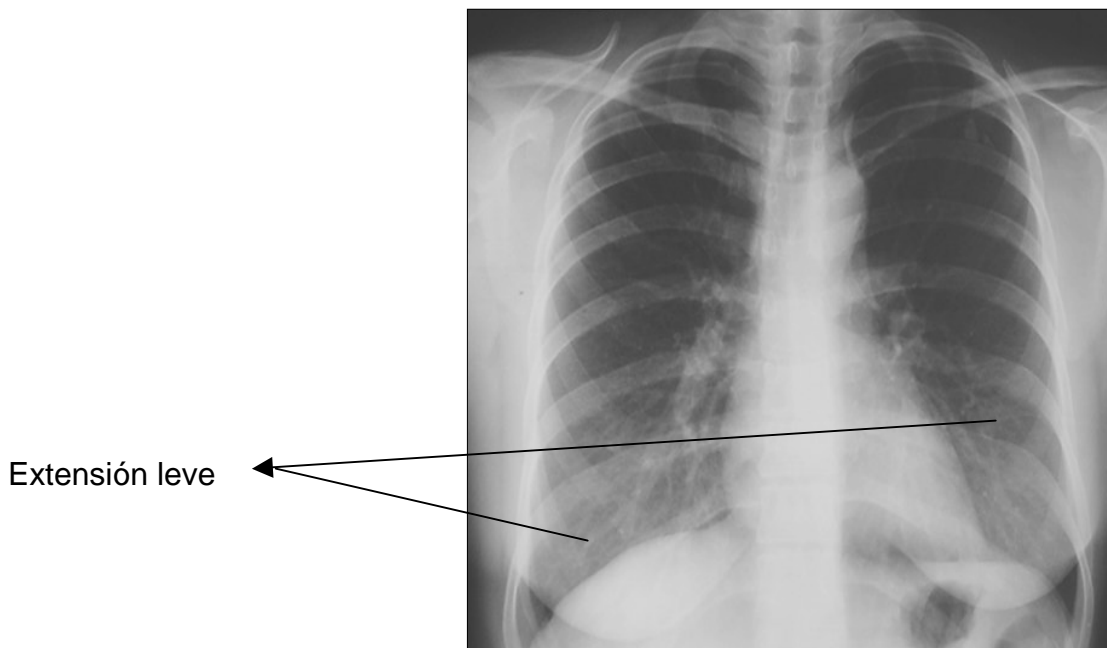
Radiografía de tórax que muestra extensión leve de la enfermedad (flechas)
